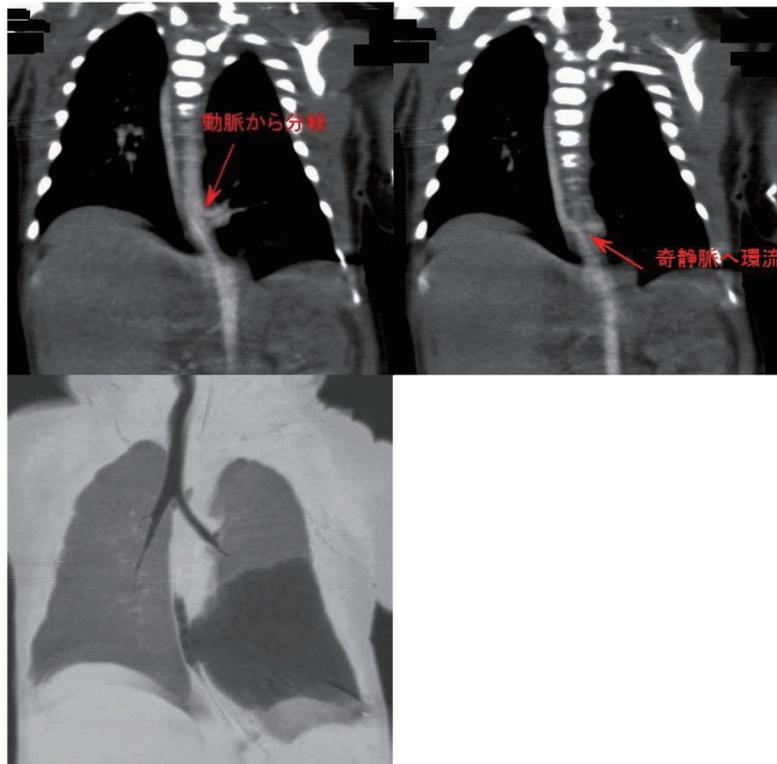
新生児CT画像 左上：下行大動脈から腫瘍への血管の分枝を認める 右上：腫瘍から奇静脈への還流を認める 左下：左胸部における嚢胞性腫瘍
